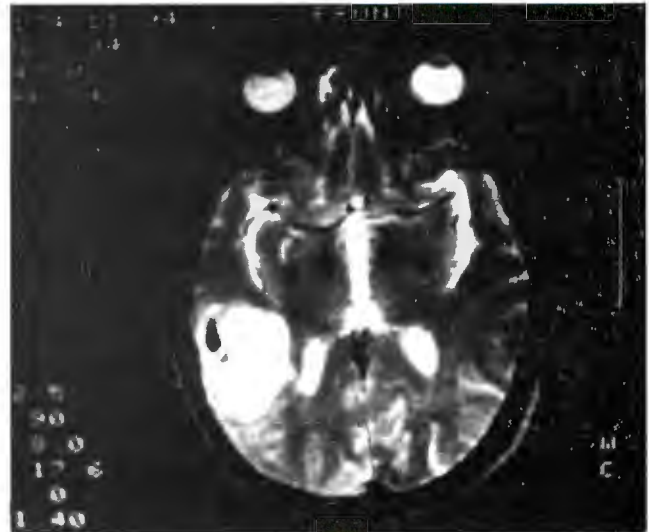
Caso 7. IRM T2. Congruencia T1-T2
